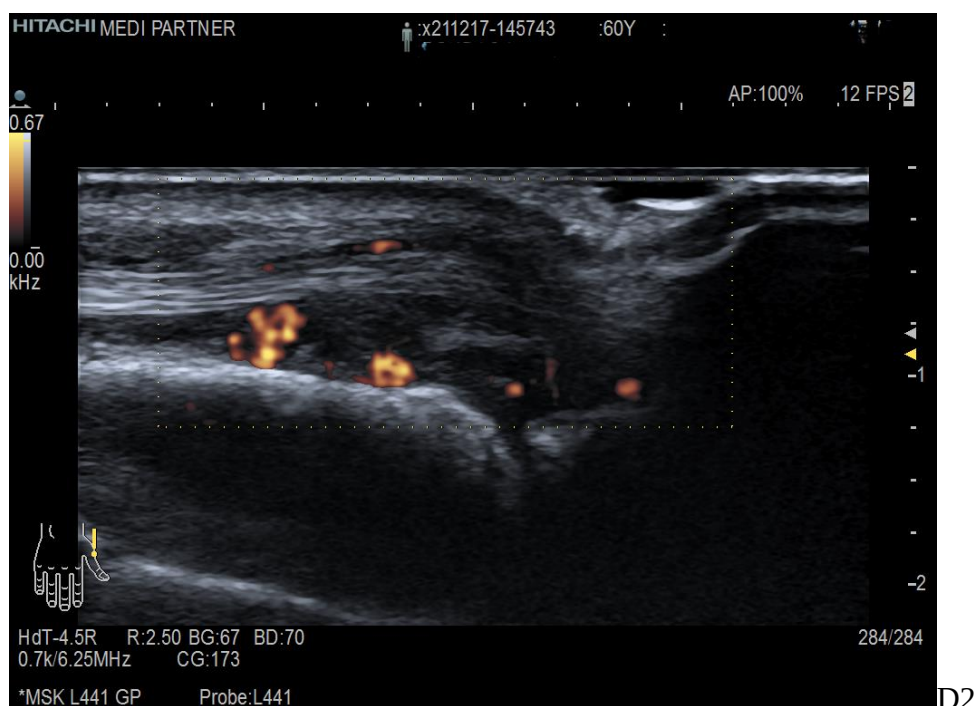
Vascularizarea entezitelor, detectată de SMI și Power-Doppler. A - scanarea longitudinală a articulației IFP 3 (enteza). B – scanarea longitudinală a articulației IFP 4 (enteza). C – scanarea longitudinală a articulației IFP 5 (enteza). D1 și D2 – scanarea longitudinală a articulației IF 1 (enteza).
